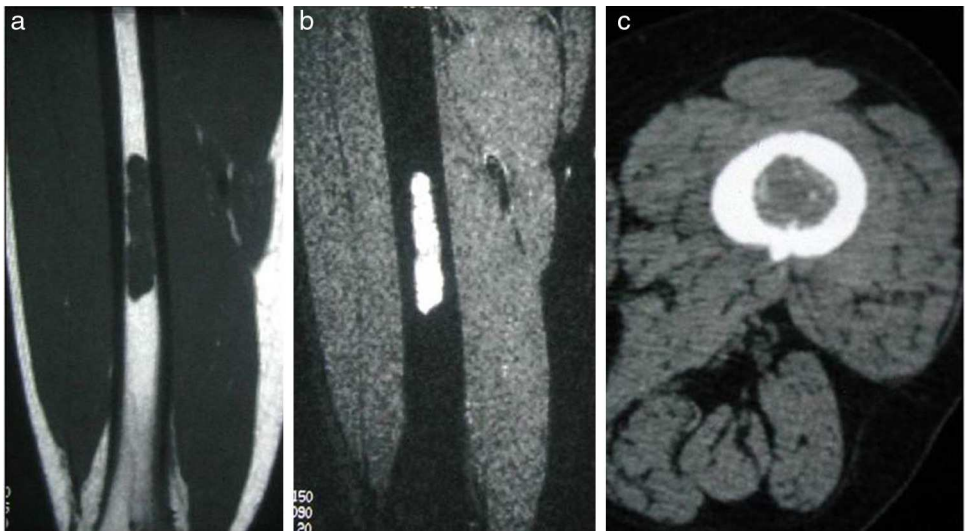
Encondroma solitario. Imágenes sagitales potenciadas en T1 a) y T2 b) en las que se observa un encondroma solitario de la diáfisis femoral típico, polilobulado, hipointenso en T1 e hiperintenso en T2. c) En la TC se observa una lesión intramedular con pequeñas calcificaciones cartilaginosas e integridad de la cortical ósea.
